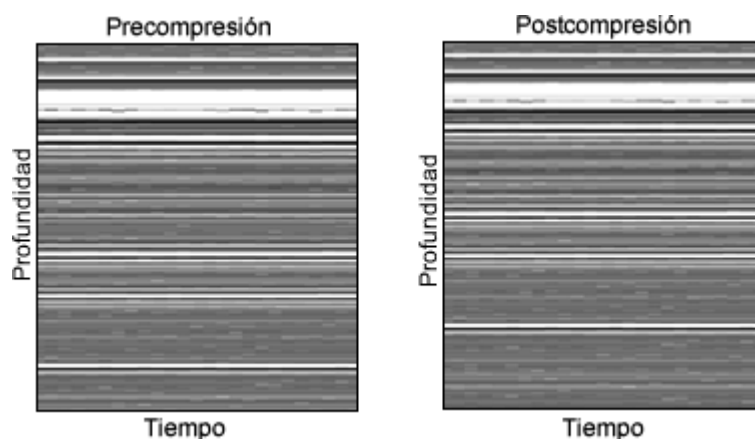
Ejemplo de ecografía precompresión y postcompresión de una gelatina de tres capas.
